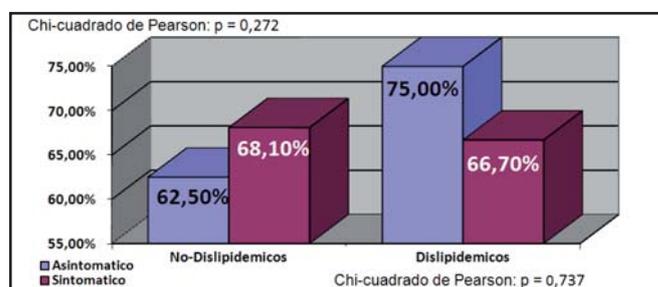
Incidencia de resultados positivos del SPECTPM por grupos.
